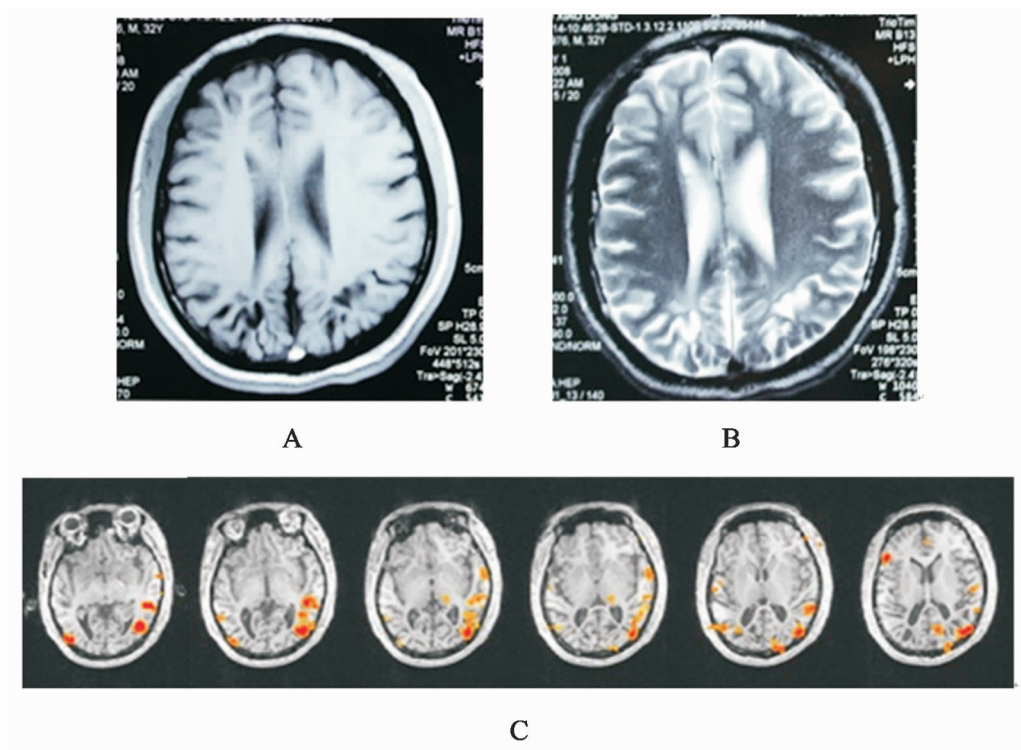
病例2,男性,32岁,难治性癫痫20年。患者MRI平扫(图2A、2B)提示双侧顶枕叶皮质萎缩,行fMRI(图2C)提示感觉功能区位于病灶的外上方。
